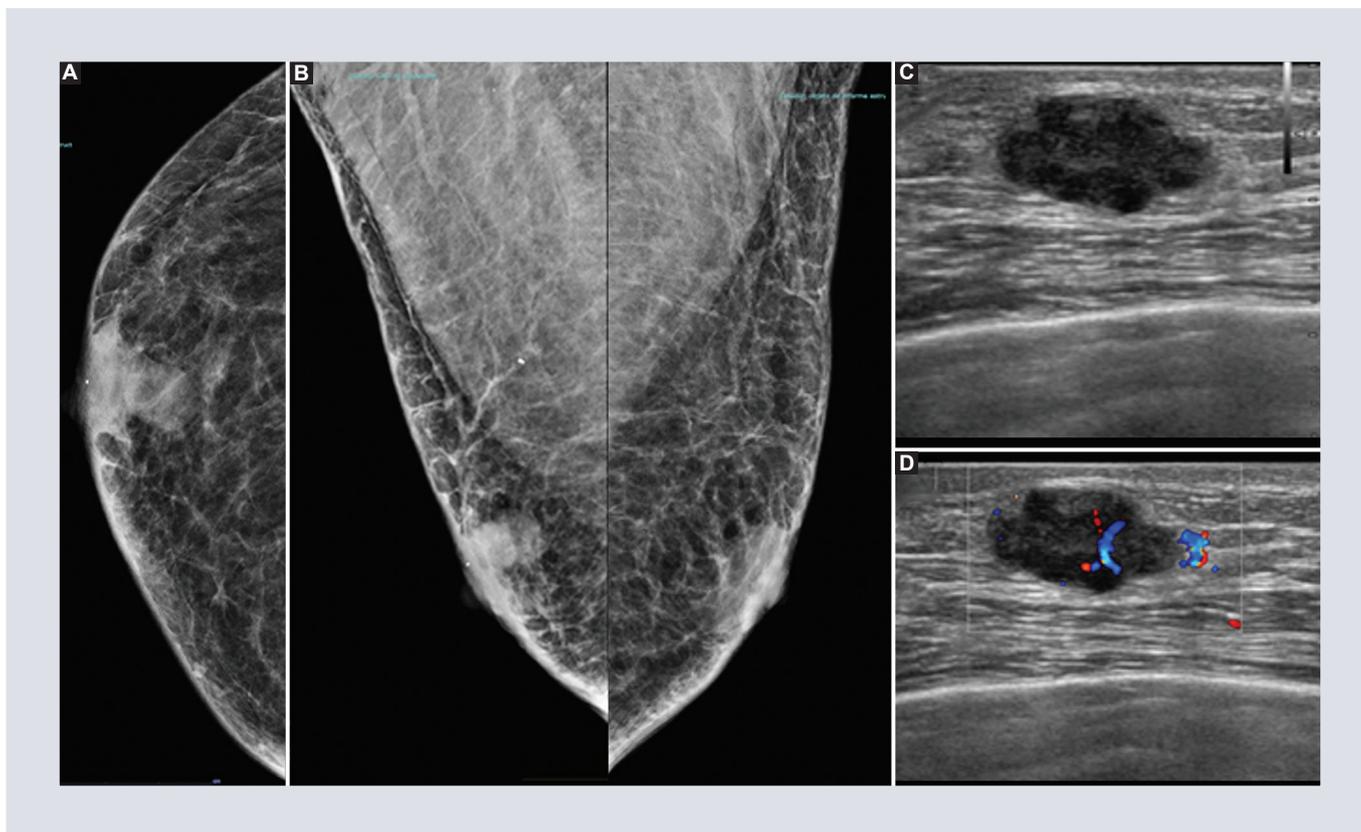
Paciente de 84 años, nódulo palpable en mama derecha de ocho meses. A y B: mastografía proyección CC y MLO muestran en mama derecha interlínea de los cuadrantes superiores, tercio anterior nódulo excéntrico, lobulado e hiperdenso. C y D: ultrasonido mamario, nódulo ovalado, paralelo, lobulado, hipoecoico, sin hallazgos acústicos posteriores, y con vascularidad mixta al Doppler color, de 22 x 20 x 15 mm. BI-RADS 4B. Diagnóstico histopatológico: adenocarcinoma ductal infiltrante, luminal B. BI-RADS: *breast imaging-reporting and data system*; CC: proyección cráneo-caudal; MLO: proyección medio-lateral oblicua.
